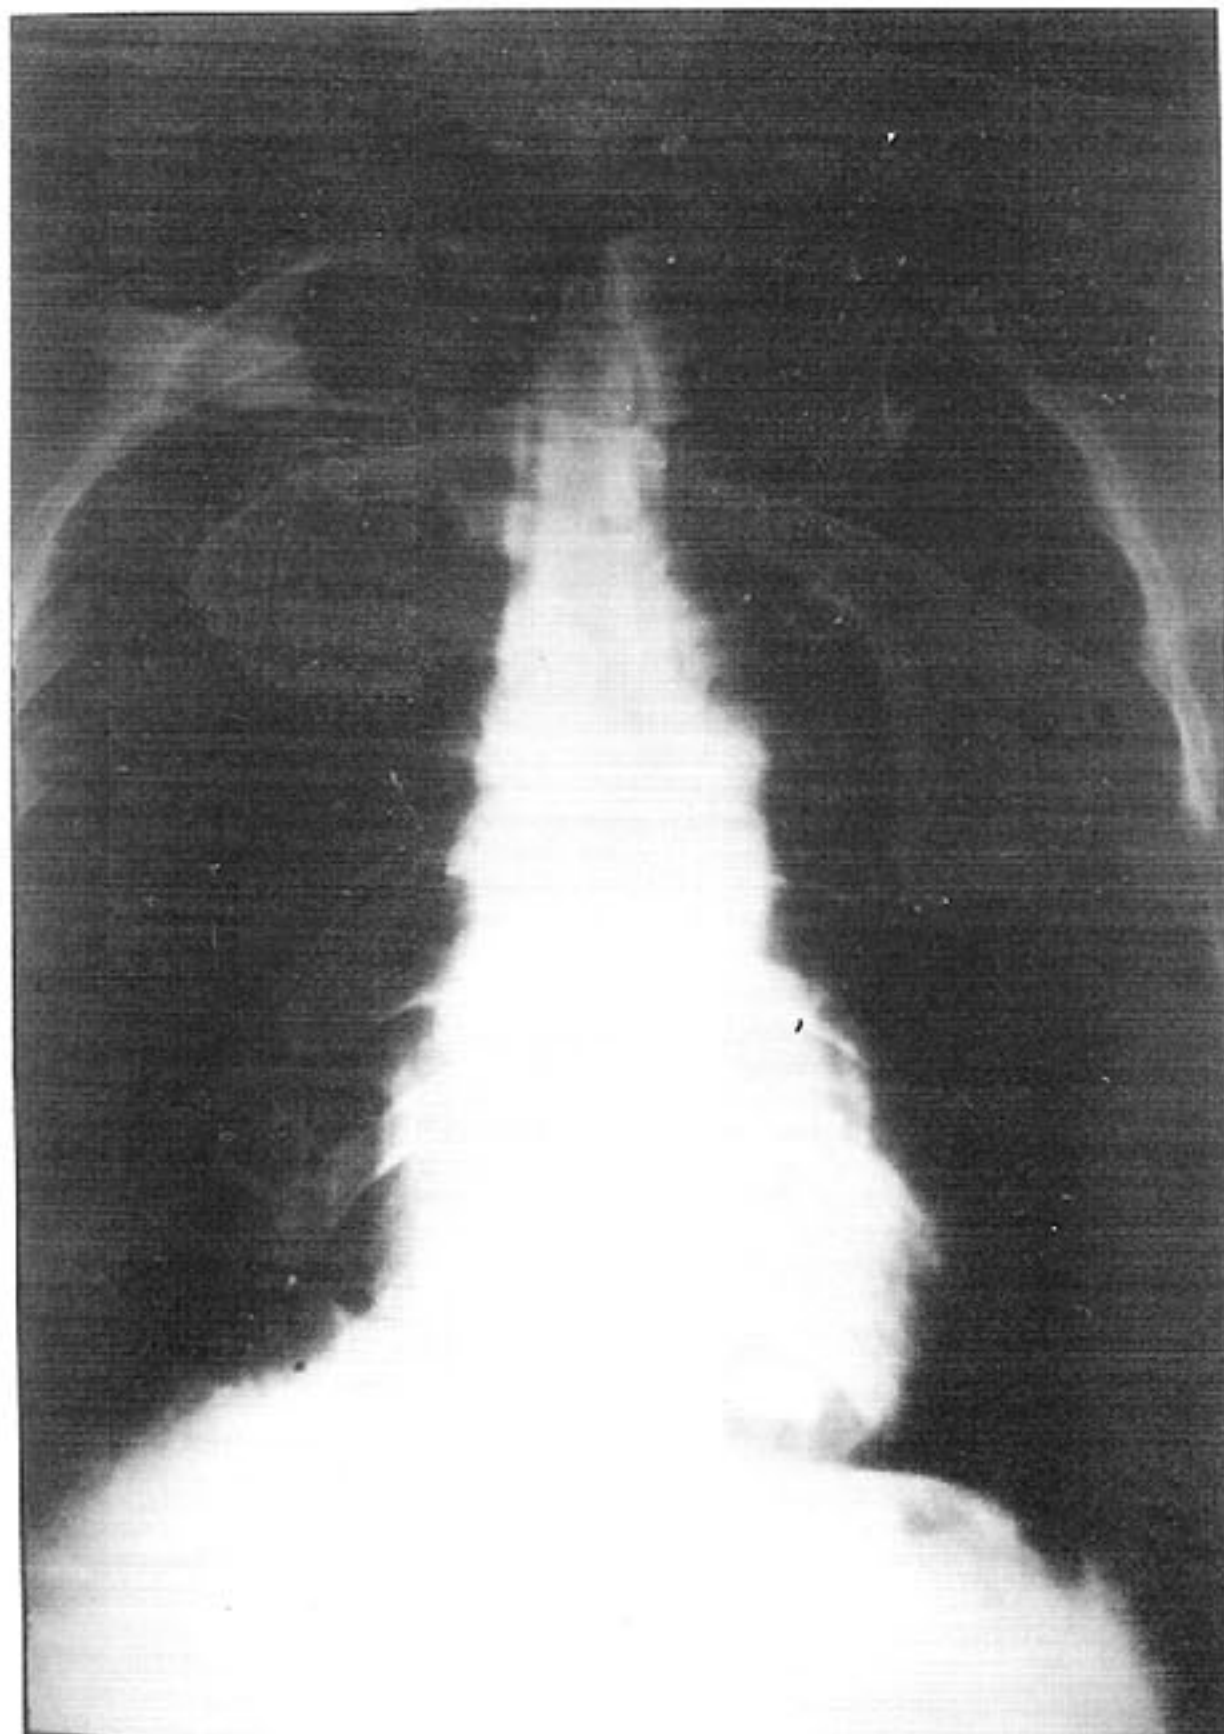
Radiografia de tórax realizada em PA, com o paciente em pé, mostra projétil de arma de fogo localizada na área cardíaca.
